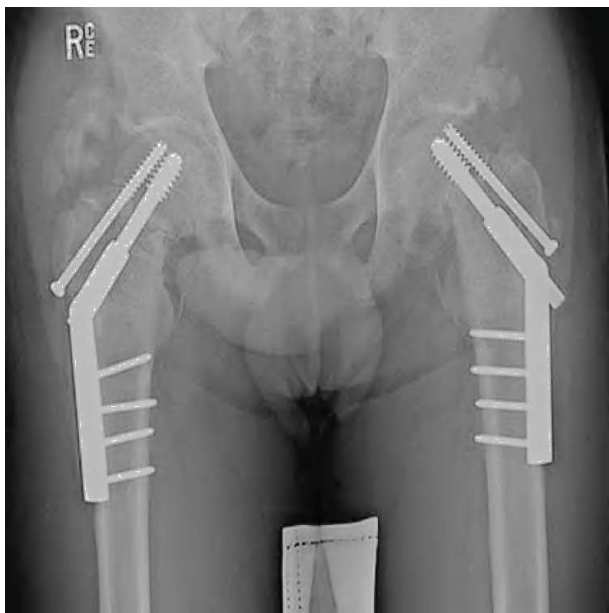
Radiografía postoperatoria que demuestra la fijación interna de los tercios proximales de ambos fémures con un clavo de compresión a través de ambas cabezas femorales con placas metálicas fijadas por 4 tornillos bilateralmente. Las caderas no están luxadas. Se observan los clavos adicionales que atraviesan las fracturas del cuello femoral.
